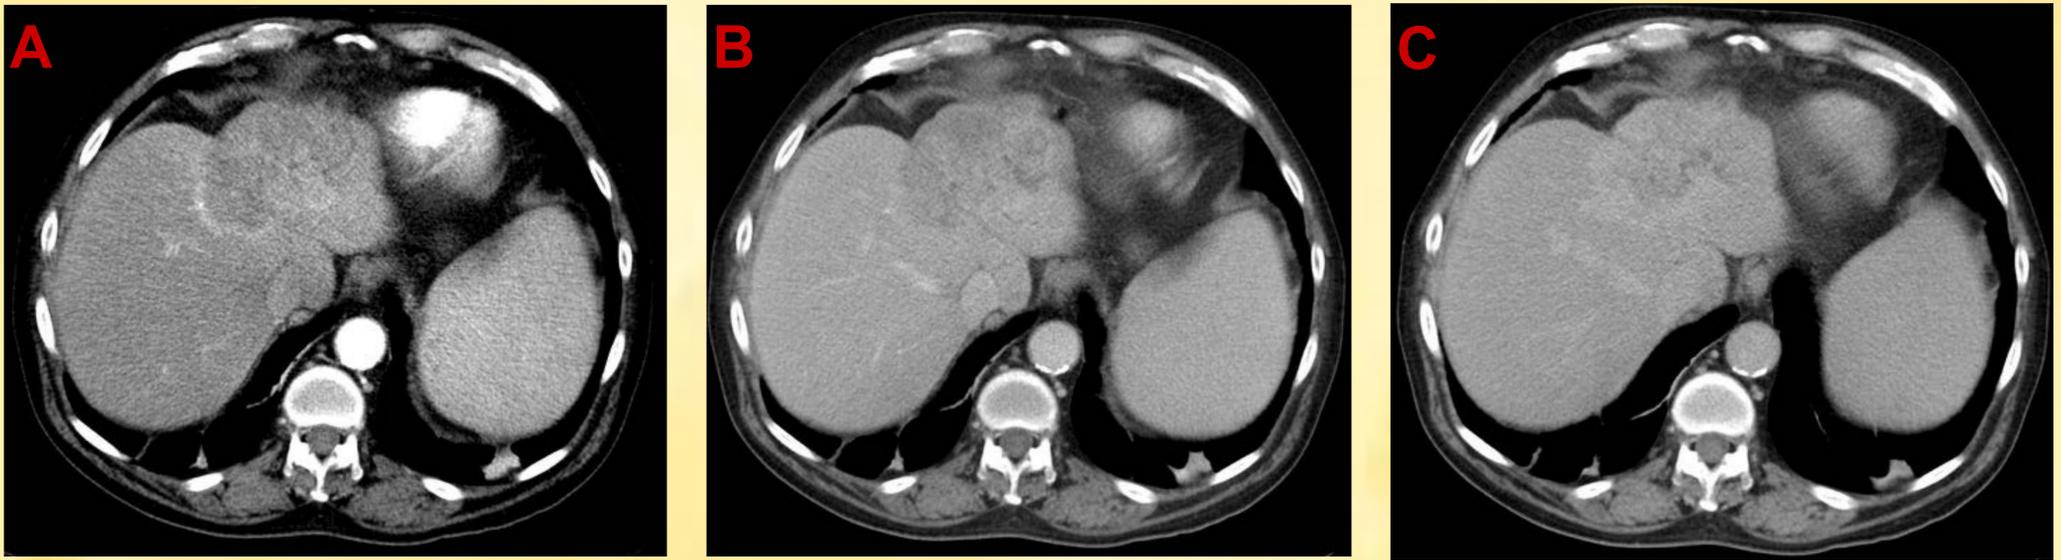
Paciente de 68 años que refiere pérdida de peso en las últimas semanas, acude a urgencia por dolor en hipocondrio derecho que asocia ictericia. En los cortes de TC se evidencia una masa en lóbulo hepático izquierdo que produce retracción capsular.
